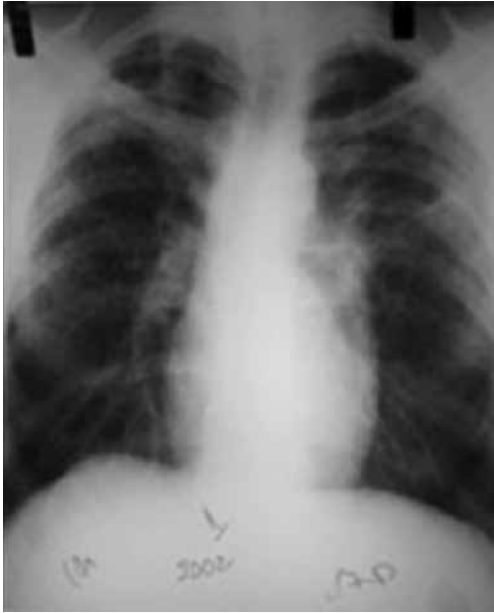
Radiografía de tórax 2002 donde se aprecian infiltrados intersticiales retículo-nodulares de predominio en lóbulos superiores.
